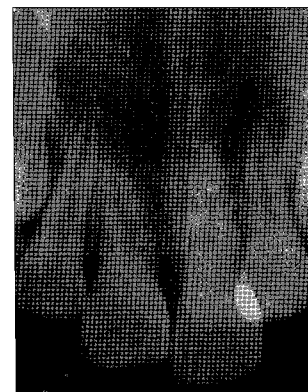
Periapical radiograph after 38 months
